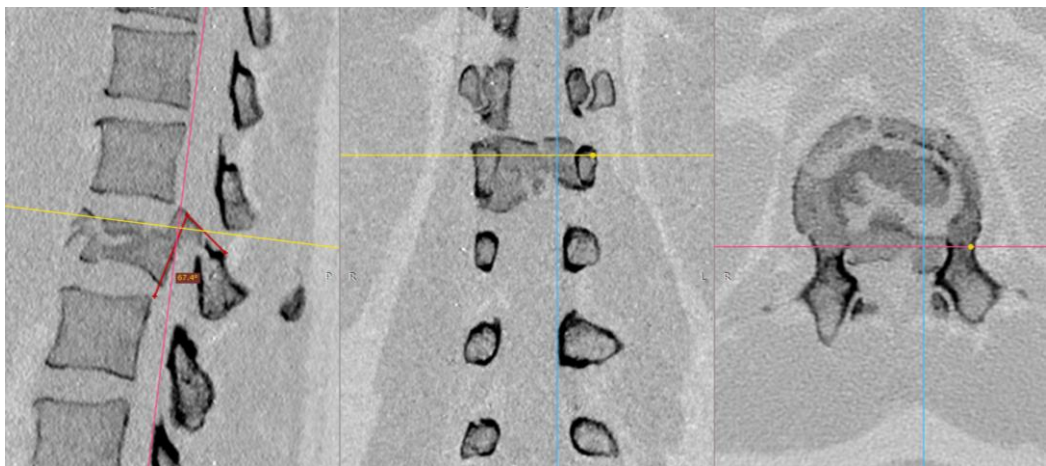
СКТ пациента Т. в трех проекциях после мультипланарной реконструкции с измерениями
